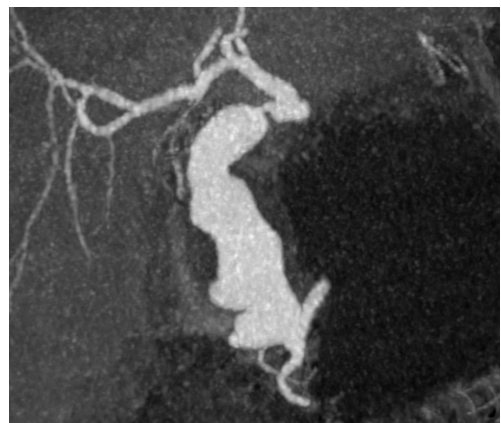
Angiotomography showing the gastroduodenal artery aneurysm.
